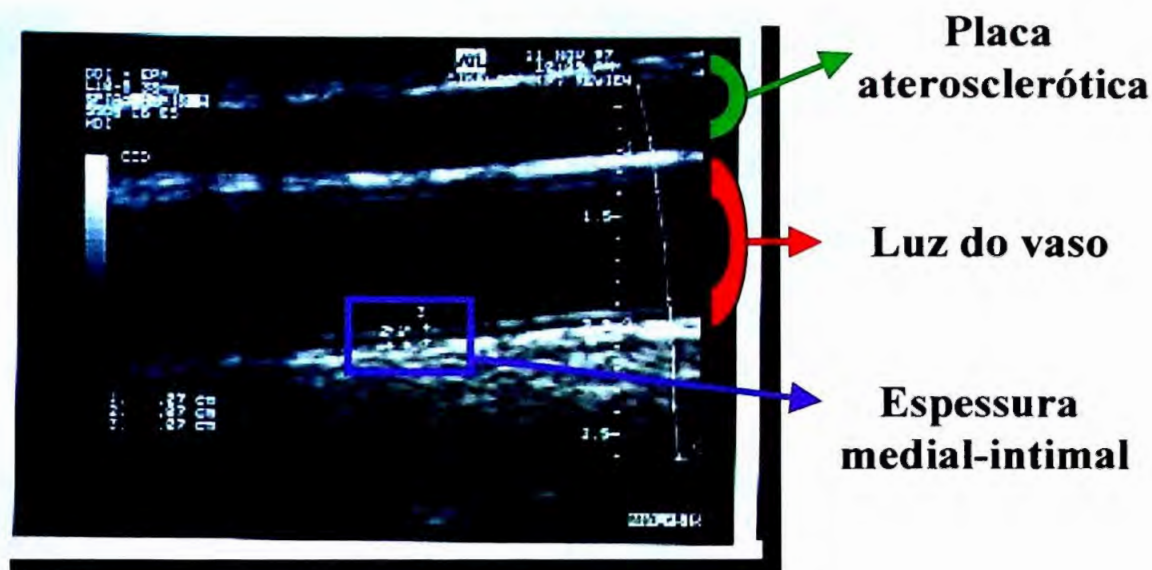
Placa de aterosclerose visualizada por ultrasonografia no bulbo da artéria carótida comum direita
